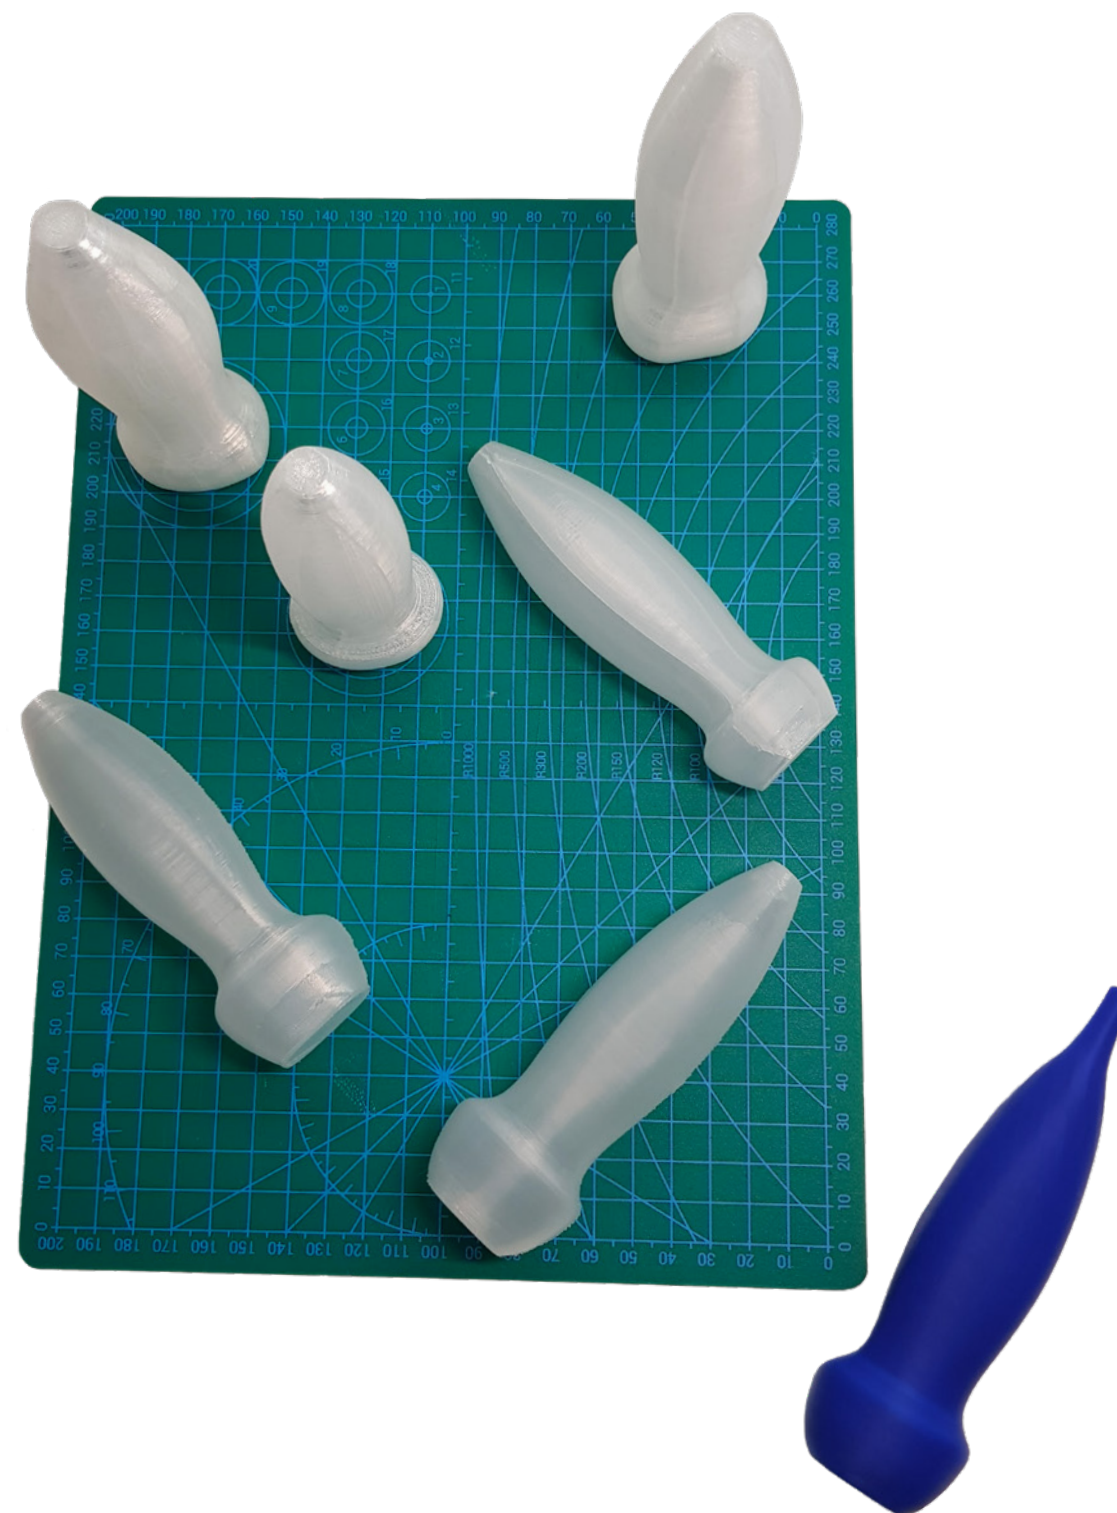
Alcune stampe 3D di sonda ecocardiografica su cui sono stati portati avanti gli usert test.
